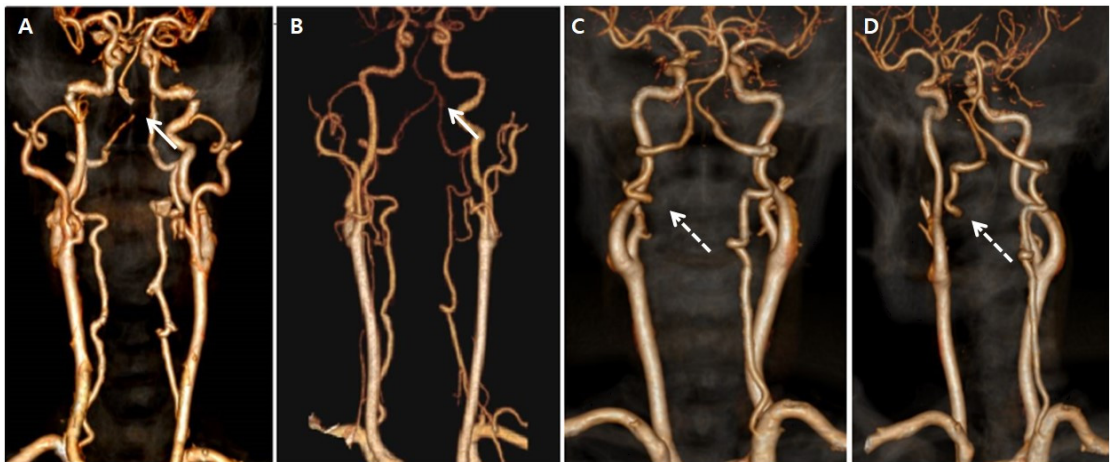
Neck CT angiography of case 1 subject showing right vertebral artery occlusion(white arrow) at admission(A). Follow up neck CT angiography presenting improved right vertebral artery flow after 6 months(B). Neck CT angiography of case 2 subject showing no intermittent change of left vertebral artery occlusion(white dotted arrow) at admission(c) and after 6months(D).
